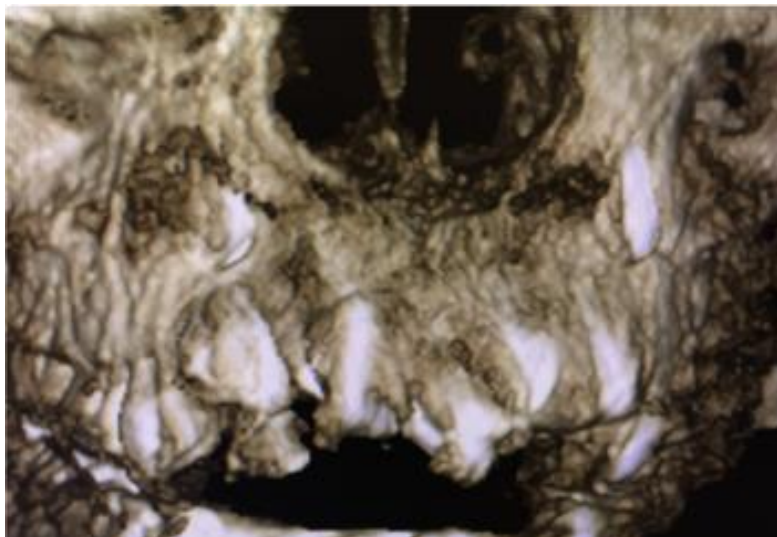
Imágenes Cone-Beam donde observamos los supernumerarios.
